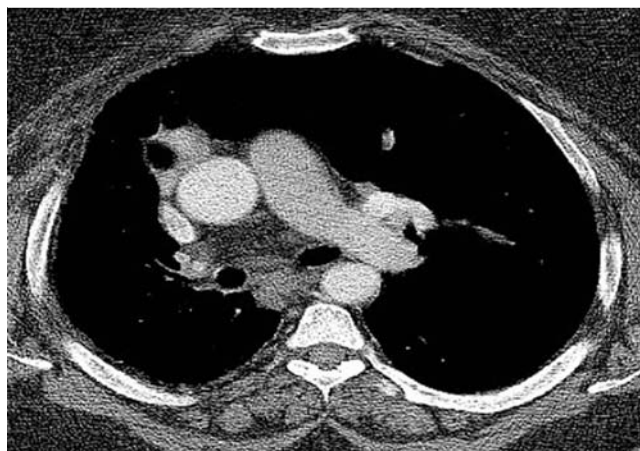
Patient 1/CT Thorax: komplette Agenesie der rechten Pulmonalarterie.
